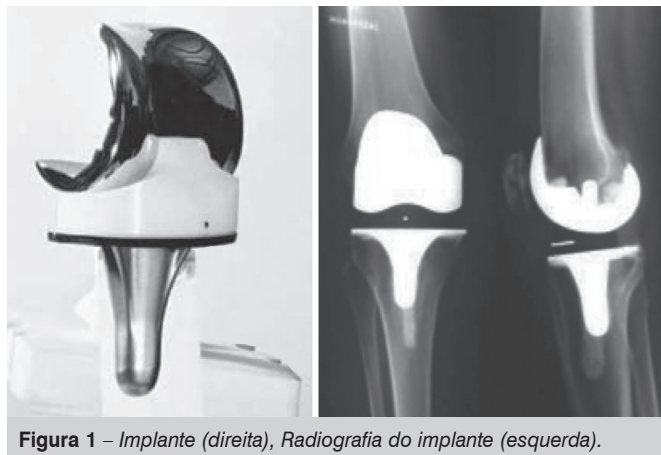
Implante (direita), Radiografia do implante (esquerda).
